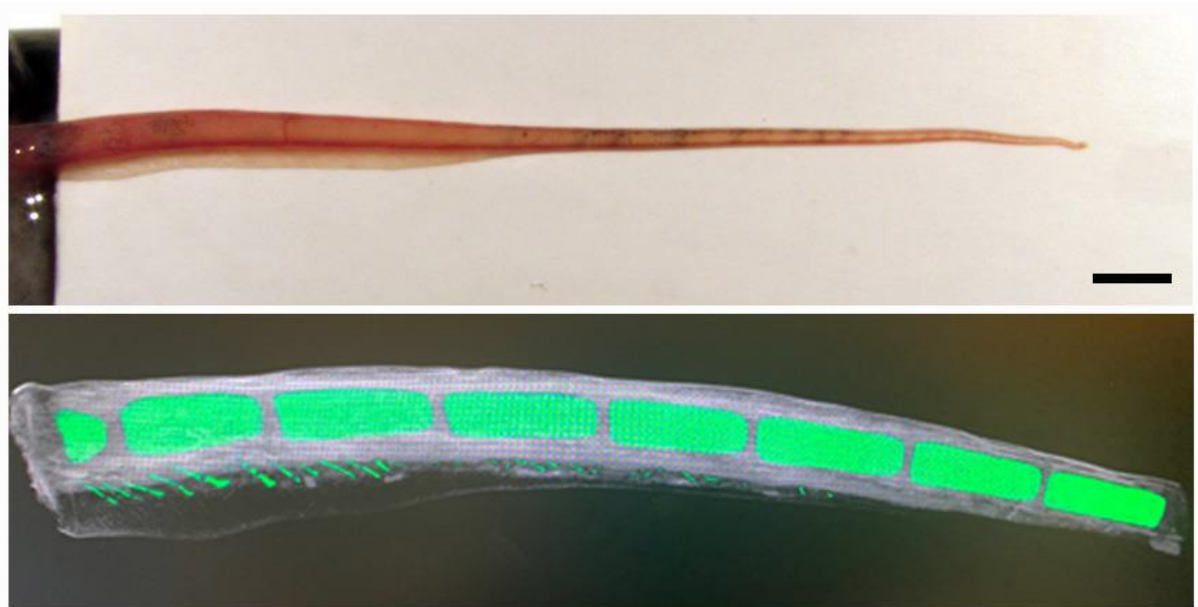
CT Scan da nadadeira 12 semanas pós amputação de *P. annectens*. Acima morfologia externa da nadadeira de *P. annectens* com 12 semanas de regeneração. Abaixo a técnica de CT Scan revela que os radiais distais se fazem presente na nadadeira regenerada de *P. annectens* 12 semanas pós amputação. Escala 0,5 cm.
